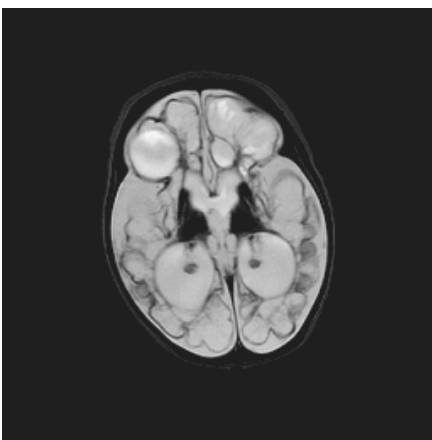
Врожденное инфекционное поражение ЦНС. МРТ в T1 SE
